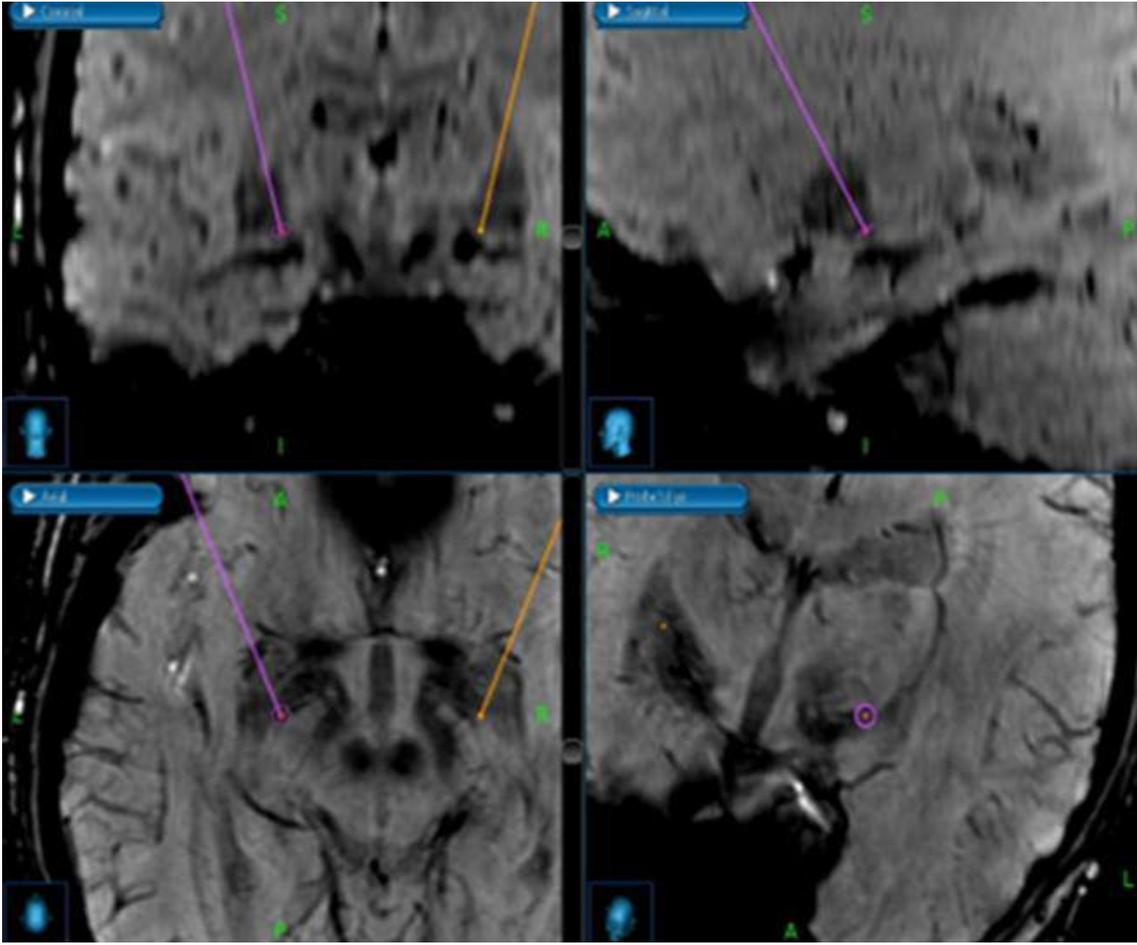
Planejamento pré-operatório de DBS-GPI em paciente de 66 anos com Síndrome de Meige, três anos de evolução sendo refratário ao tratamento medicamentoso e toxina botulínica. Na imagem, seqüências de SWI da RM em 3 Teslas demonstrando escolha direta do alvo (GPI) / visualização direta compatível com parâmetros indiretos. GPI direito baseado na linha da comissura anterior e posterior (ACPC) (X 21mm, Y 2mm e Z-4mm) GPI esquerdo (X -21mm, Y 2mm e Z -4mm).
